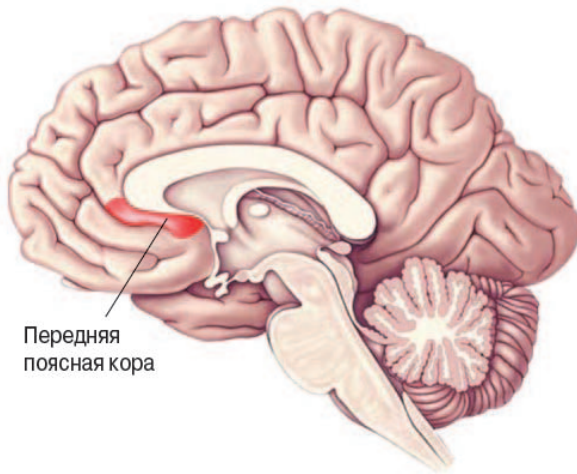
Передняя поясная кора. Активность в этой области, проанализированная с помощью ПЭТ- или фМРТ-сканирования, оказалась повышена у пациентов, страдающих глубокой депрессией, и понижена после результате успешного лечения
